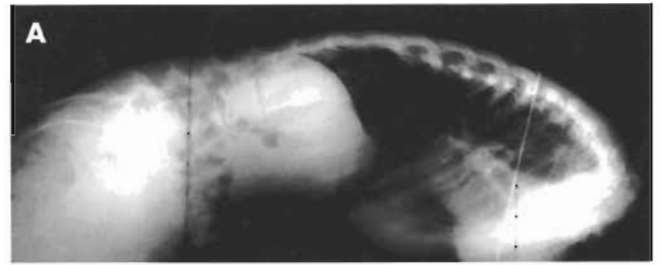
A. Radiografía lateral en flexión, que muestra la posición de la columna torácica y lumbar durante la flexión. El grado de movilidad ha sido cuantificado de diversas formas. B y C. La tecnología de vídeo basada en los sistemas de captura de análisis de movilidad ha permitido colocar múltiples marcadores en la columna para rastrear la movilidad segmentaria del tronco. Esta técnica permite valorar de forma precisa la movilidad del tronco sin necesidad de hacer radiografías.
